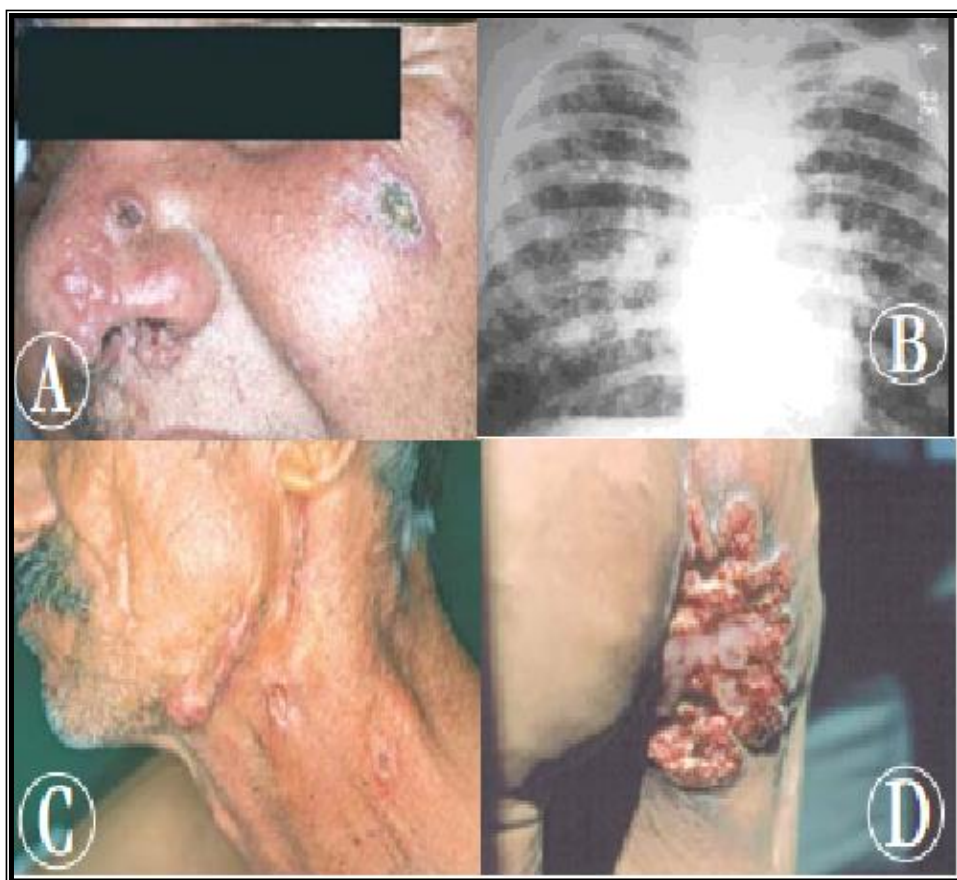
Características clínicas da forma crônica da Paracoccidioidomicose: (A): lesões papulosas e úlcero-crostosas na face; (B): radiografia de tórax com opacidades nodulares e micronodulares difusas. (C): Linfadenomegalia cervical e submandibular, fistulizadas; (D): Lesão vegetante com bordos irregulares em região perianal. Fonte: adaptado de Shikanai-Yasuda et al., 2006.
